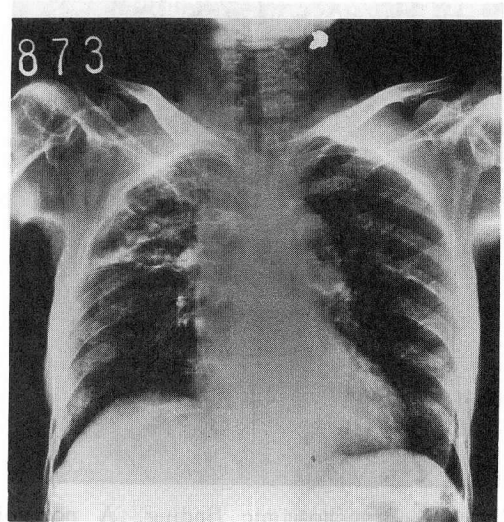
Chest X-ray photo of 30, Jun. 1993. Infiltrative shadow had diminished as a result of anti-tuberculous therapy.
